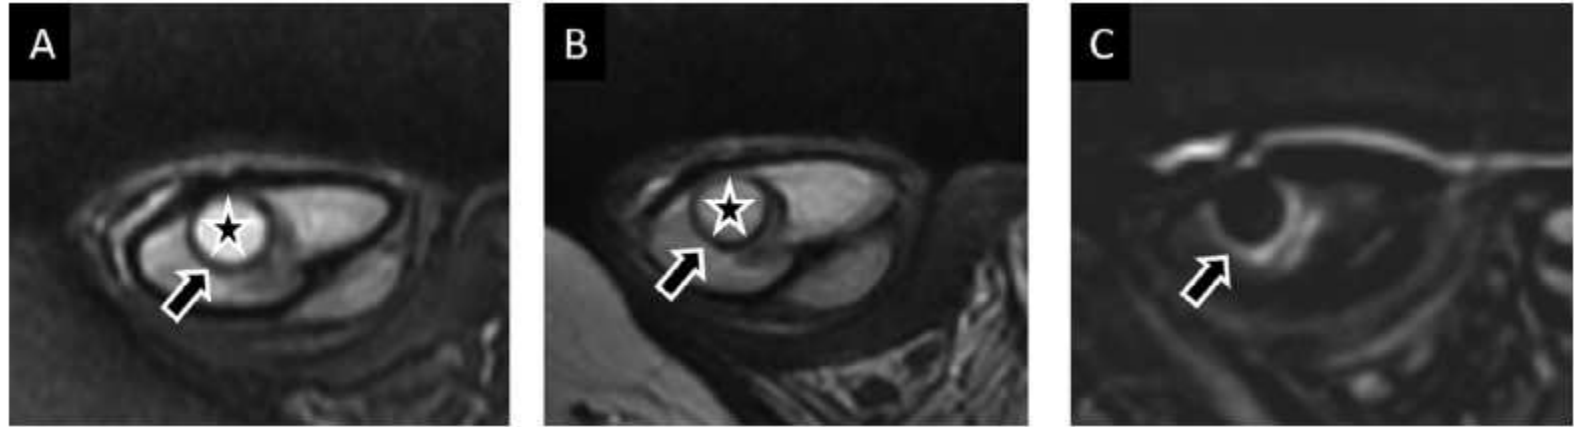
Hematoma intracavernoso sin fractura asociada: imágenes axiales secuencias T2 (A), axiales T1 (B) y axiales T1 post-contraste con sustracción grasa (C). Se observa un foco bien delimitado hiperintenso en T1 y T2, que representa un hematoma intracavernoso (A y B, estrellas). Un anillo periférico hipointenso sugiere la presencia de hemosiderina (A y B, flechas). En las imágenes con sustracción grasa post-contraste no se observa realce (C, flecha). En este caso, no se identifica interrupción de la túnica albugínea, lo que descarta una fractura de pene asociada. Adaptado de Tu LH, Spektor M, Ferrante M, Mathur M. MRI of the Penis: Indications, Anatomy, and Pathology. Curr Probl Diagn Radiol. 2020.
